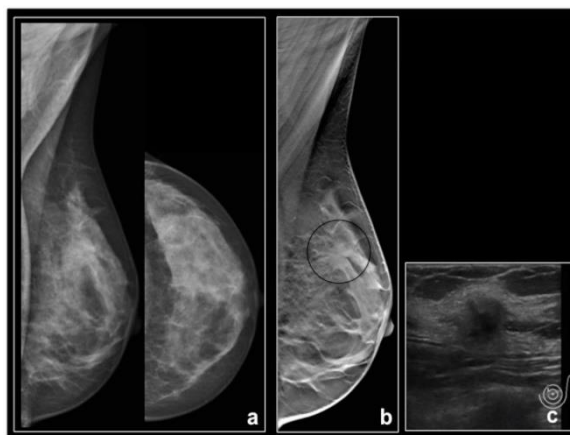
a) Mamografia esquerda, MLO e CC, mostra padrão de densidade mamária heterogeneamente denso, inicialmente interpretada como negativa. b) A TM, secção MLO, revela uma massa espiculada (círculo preto) no quadrante supero-interno. c) A ecografia para orientação da biopsia, mostra nódulo hipocogénico com halo hiperecogénico, com atenuação acústica posterior, cujo resultado foi CDI.
